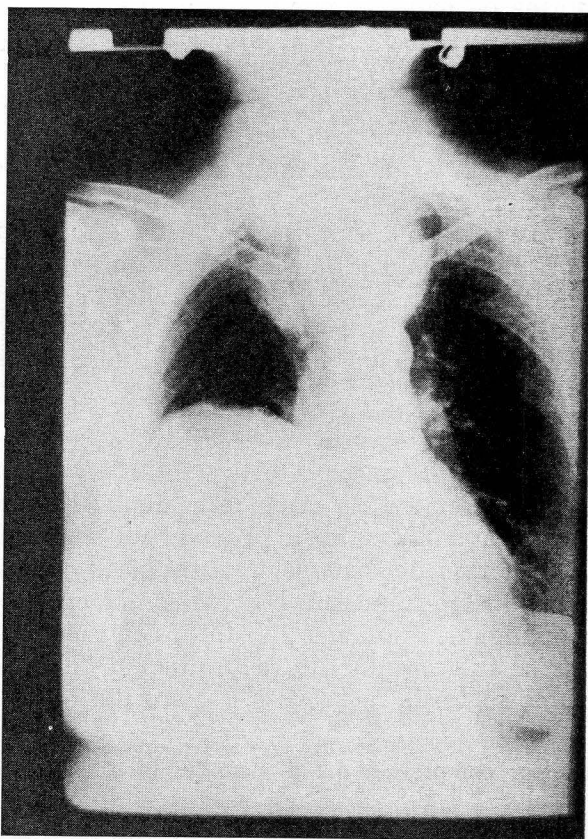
Radiografía antero-posterior de tórax en una paciente en la que se aprecia una voluminosa tumoración torácica derecha correspondiente a un linfangioma quístico de localización mediastínica.
